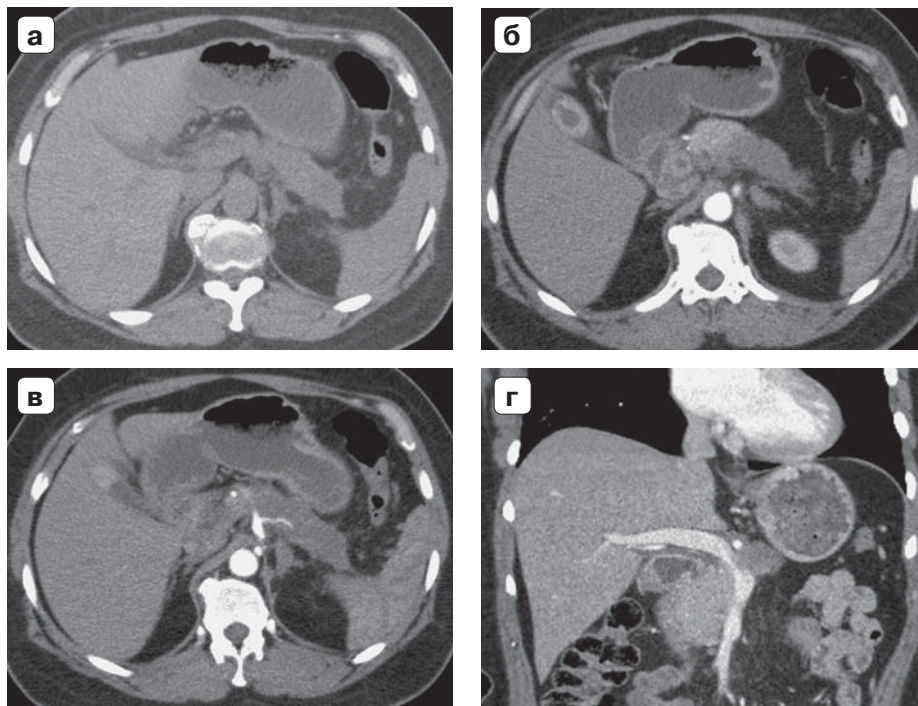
Компьютерные томограммы. Новообразование тела и хвоста ПЖ: а – нативное изображение; б, в – артериальная фаза; г – портальная фаза. Гиподенсная опухоль, слабо накапливающая контрастное вещество, окутывает селезеночную артерию. Селезеночная вена на фоне образования не прослеживается (инвазия), воротная и верхняя брыжеечная вены деформированы, сужены.
